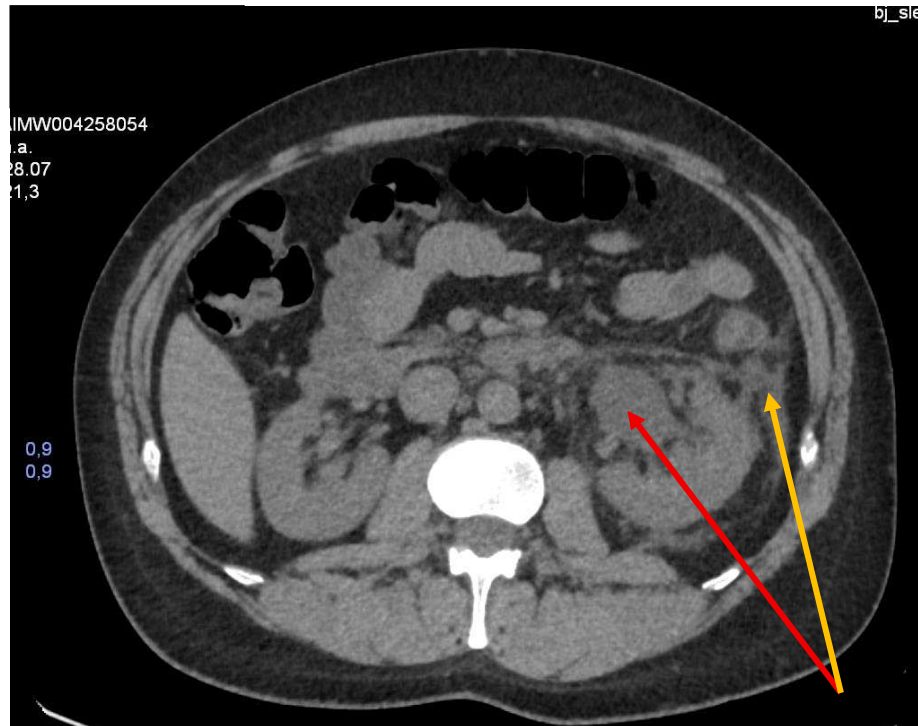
Corte axial de TC abdominal sin cte: hidronefrosis grado 1-2 izquierda (flecha roja) con láminas de líquido perirrenal asociadas (flecha amarilla)
